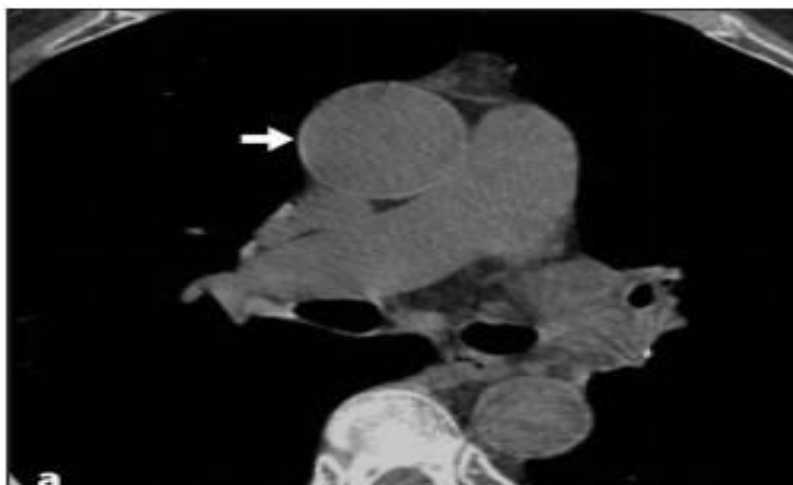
TC simple con ventana de mediastino corte axial a nivel de la aorta ascendente muestra de paciente masculino de 74 años con anemia leve. Se documenta hipodensidad del lumen intravascular en comparación con la pared aórtica, traduciéndose en el signo de anillo aórtico (flecha).¹⁴
